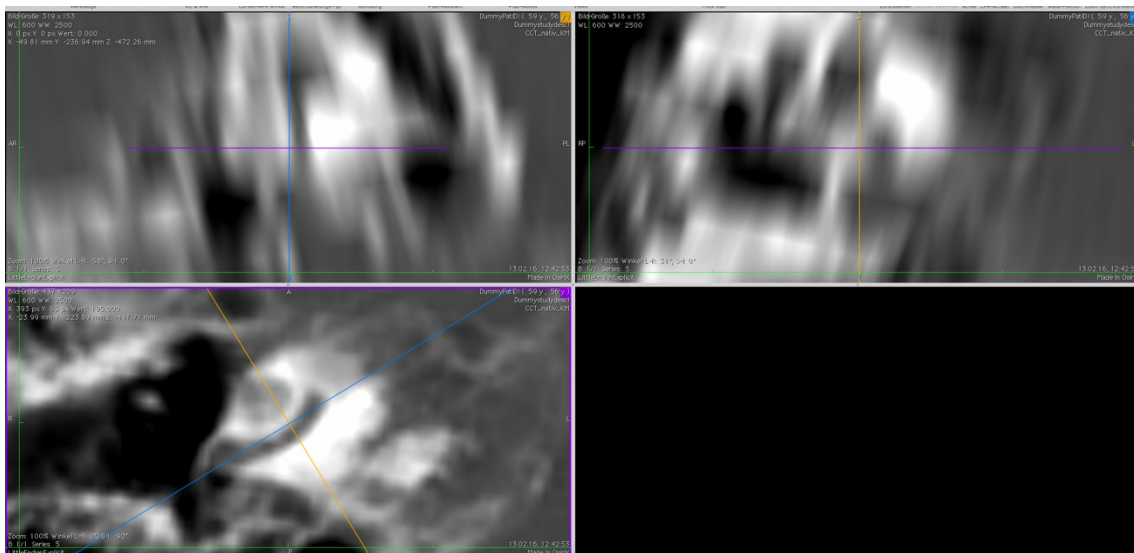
Gesamtansicht in einer CT-Studie mit sehr schlechter Bildqualität. Eine Identifizierung entscheidender Strukturen zur 3D-Rekonstruktion und sonstigen Messung ist hier nicht möglich.
